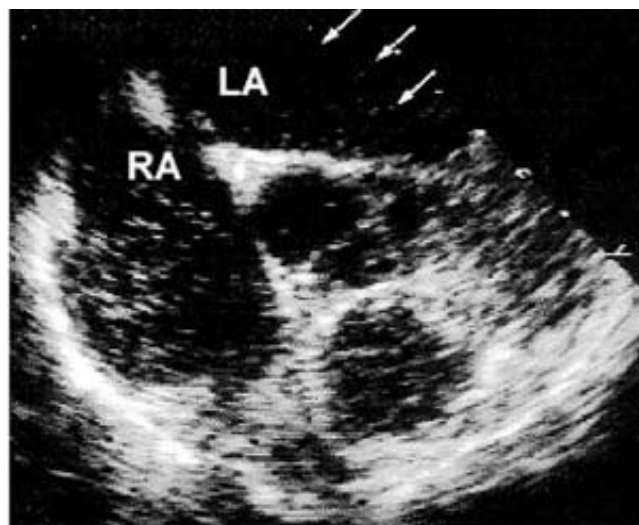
Ejemplo del ecocardiograma contrastado en síndrome hepatopulmonar, donde se observan las microburbujas en el ventrículo izquierdo después de 4-6 latidos.
